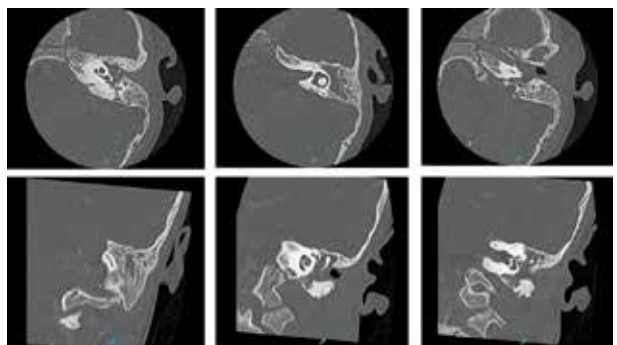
Tomografía de peñascos: ocupación de caja timpánica y celdillas mastoideas.
